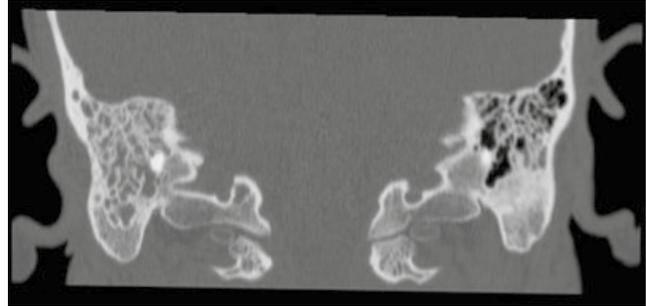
Tomografia computadorizada de mastoides - corte coronal. Mastoidite não colesteatomatosa à direita, sem erosão óssea.
